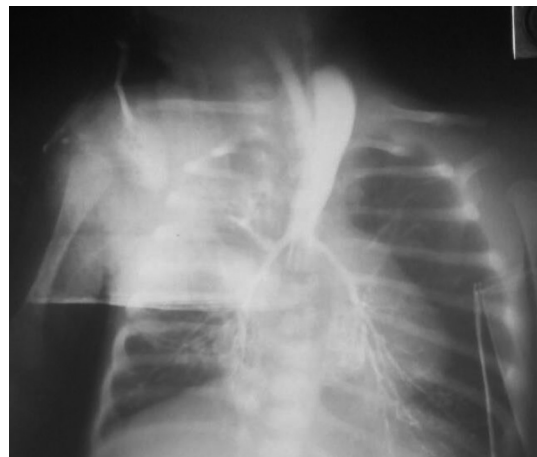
Рентгенограма органів грудної клітки із тугим контрастуванням стравоходу. Через реканалізовану норлицю видно потраплення контрасту у бронхолегеневе дерево.
